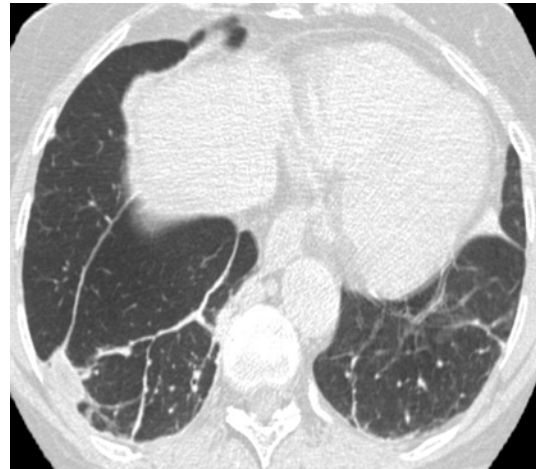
Opacités linéaires trans-segmentaires. Coupe TDM axiale transverse au niveau des bases pulmonaires. Grandes opacités linéaires cicatricielles dans les deux pyramides basales chez un patient ayant fait des infarctus pulmonaires. Les signes associés sont des opacités parenchymateuses de forme quadrangulaire au contact de la plèvre périphérique dans la base pulmonaire droite.
